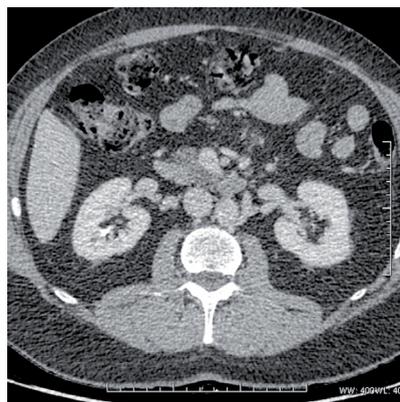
TAC abdominalopélvico con contraste i.v., corte transversal, donde se observan estructuras del retroperitoneo como hígado, ambos riñones, aorta, cava y páncreas.
